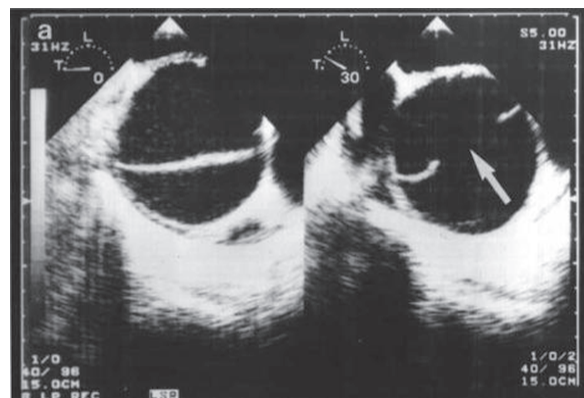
Ecocardiografía transesofágica. Puerta de entrada (Flecha) de la disección en aorta ascendente
